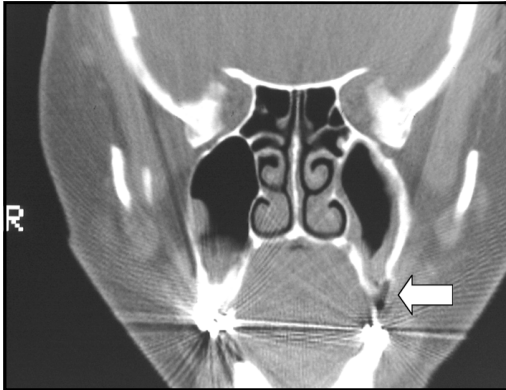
TC mostrando defecto óseo a nivel del piso del seno maxilar izquierdo.
